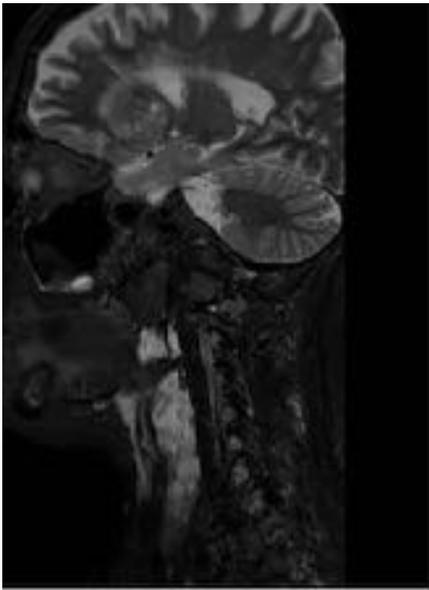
RM sagital STIR. Lesión hiperintensa, heterogénea, en relación con malformación vascular venosa.
